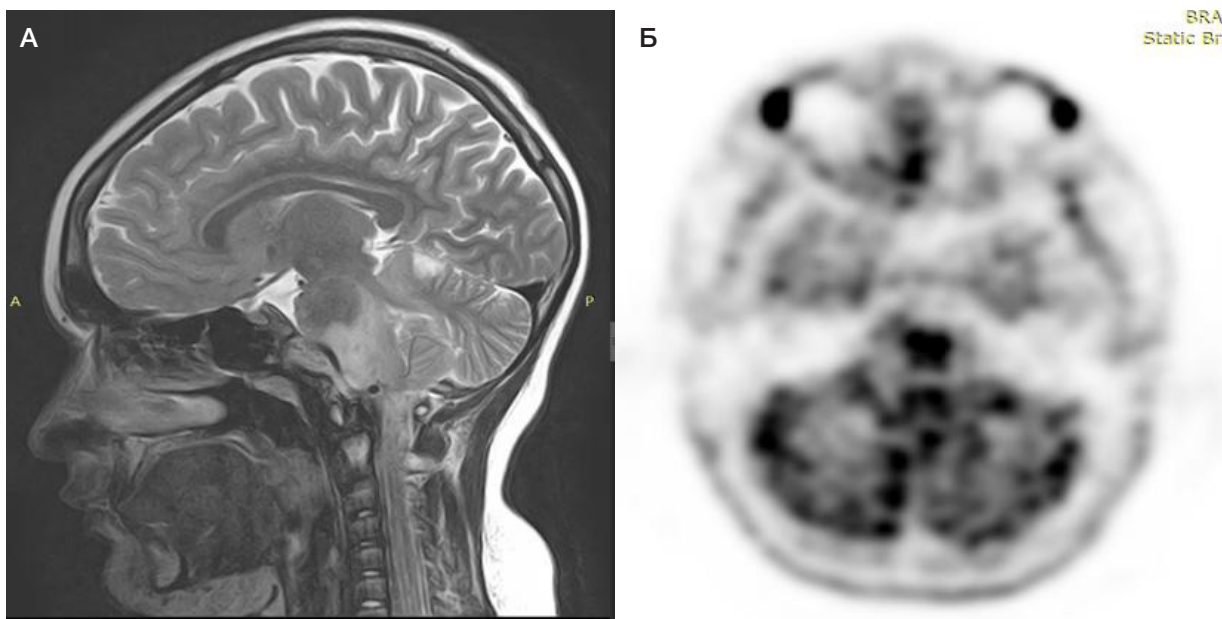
А. МРТ ГМ в сагитальной плоскости (08.12.2020). Б. ПЭТ/КТ с 11С-метионином в аксиальной плоскости (11.01.2021)
